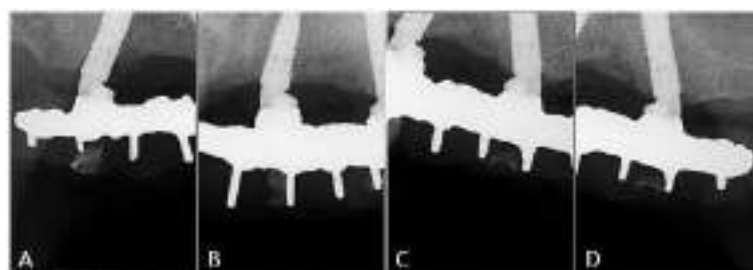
Radiografias periapicais de implantes maxilares com acompanhamento de 16 meses.
